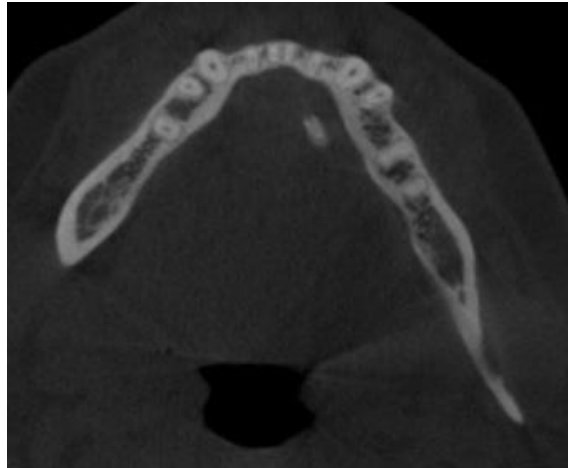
Tomografía computarizada, corte axial donde se muestra zona radiopaca correspondiente al sialolito. Fuente directa.
